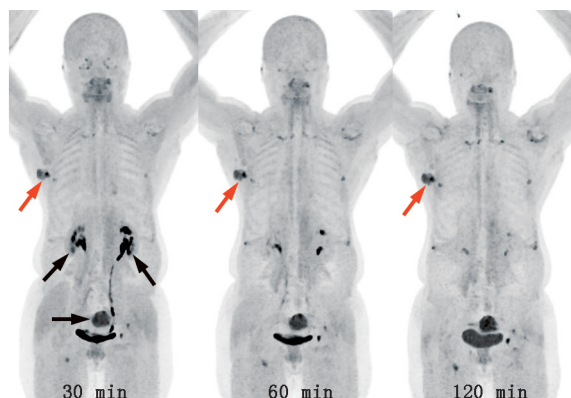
右乳腺癌患者 (女, 69 岁) 注射  $^{64}\text{Cu}$ -成纤维细胞激活蛋白抑制剂 (FAP)-XT117 后不同时间点的 PET 最大密度投影图 红色箭头示肿瘤, 注射后 30、60 和 120 min 的  $SUV_{max}$  分别为 8.3、8.5 和 7.3;  $^{64}\text{Cu}$ -FAP-XT117 通过肾脏清除, 并在子宫处观察到显著积聚 (黑箭头示)
